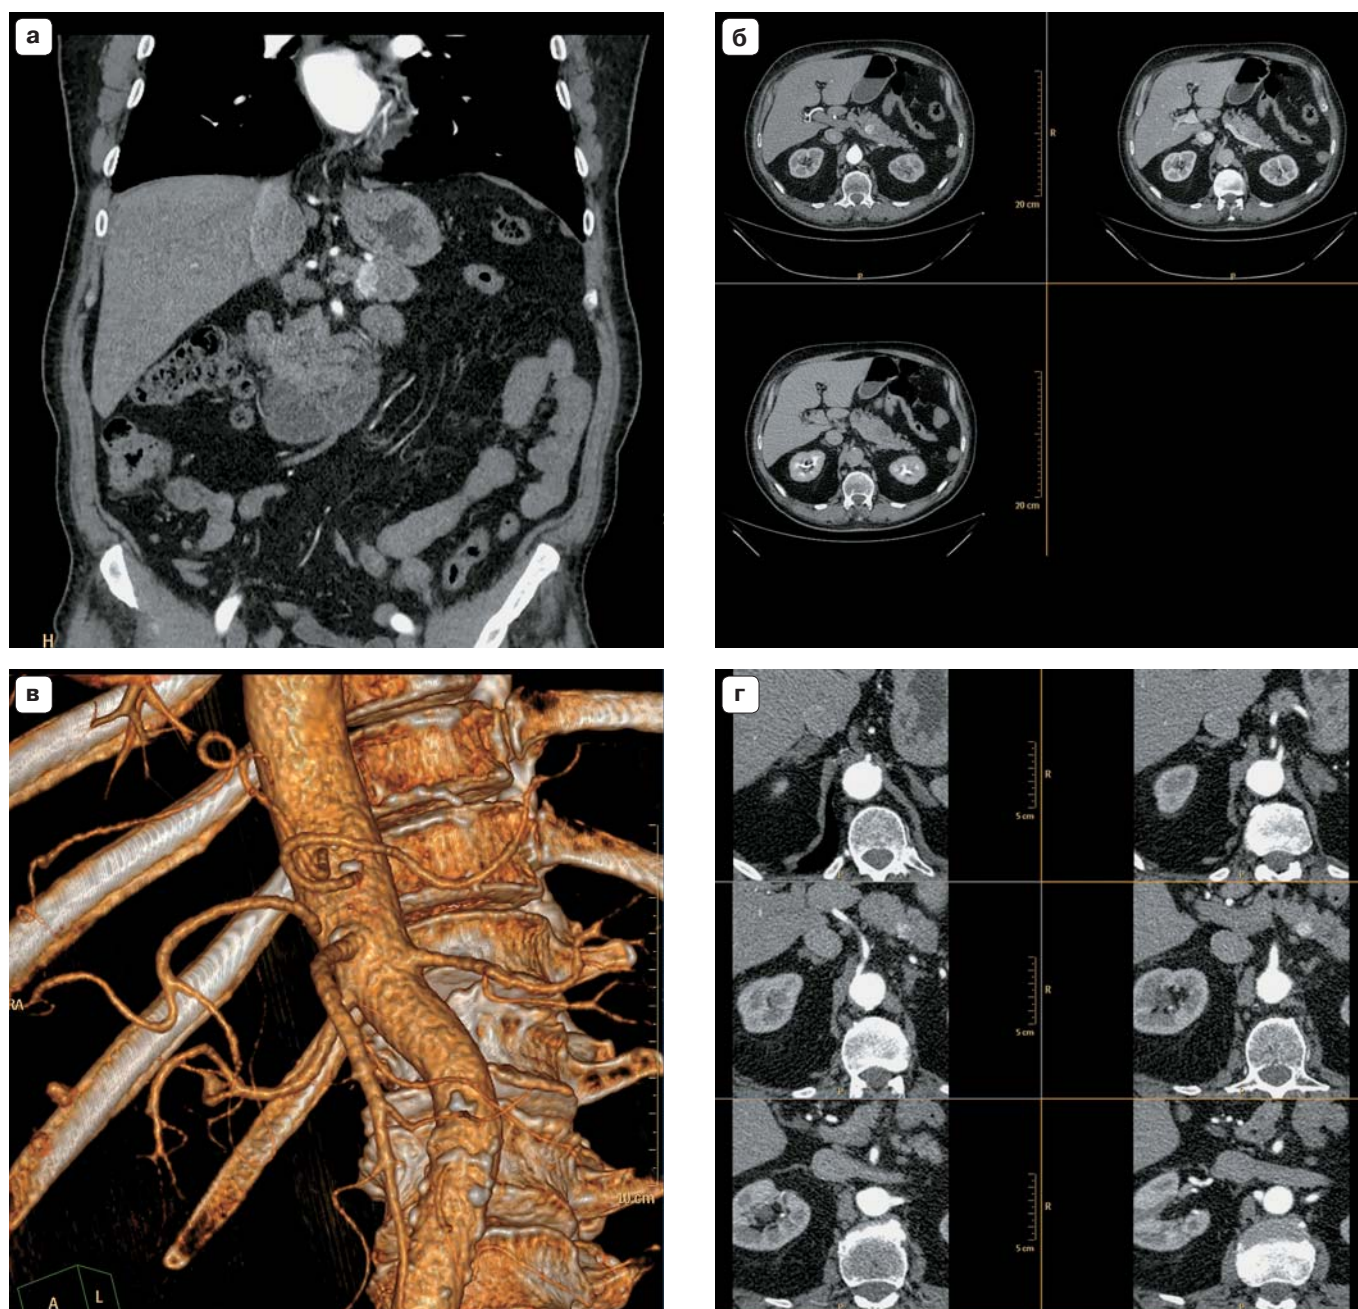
Роль МСКТ-обследования при оценке индивидуальной анатомии висцеральных артерий.
